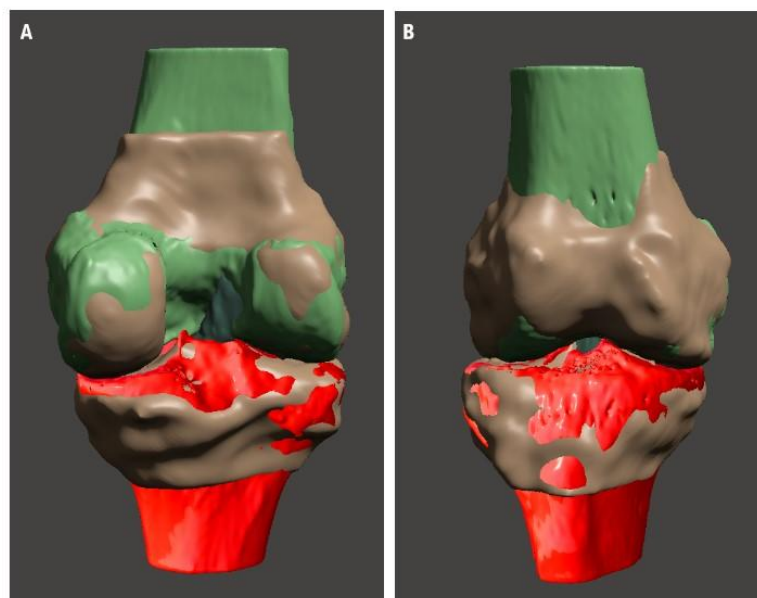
Sobreposição de ambos os modelos, TC e RM, do joelho lesado, com suposta posição nativa do LCA, por aplicação de uma transformada manual. (A) vista posterior dos modelos. (B) vista anterior dos modelos.
